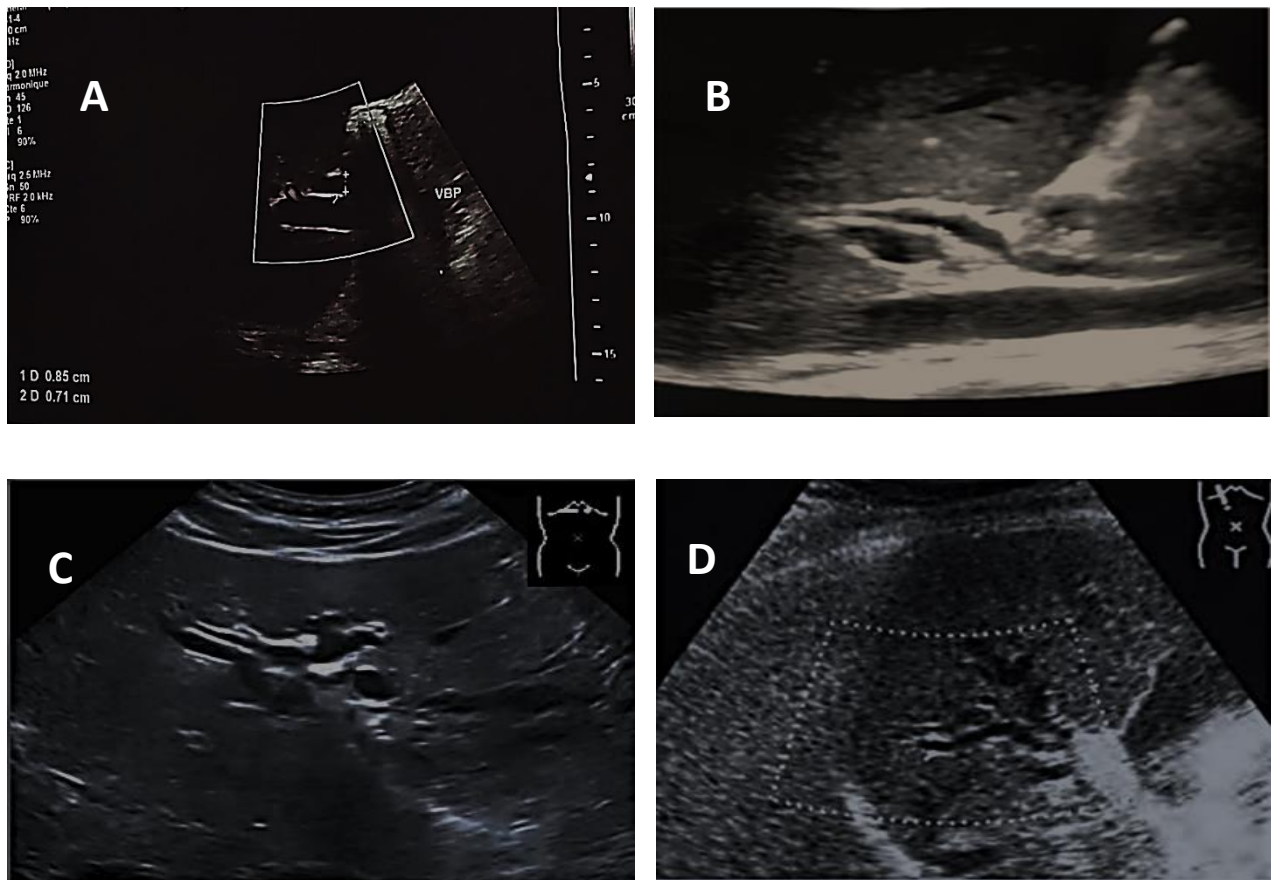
Différentes images échographiques mettant en évidence une dilatation de la VBP sans obstacle décelable (A), (B) et une dilatation des VBIH (C), (D)
